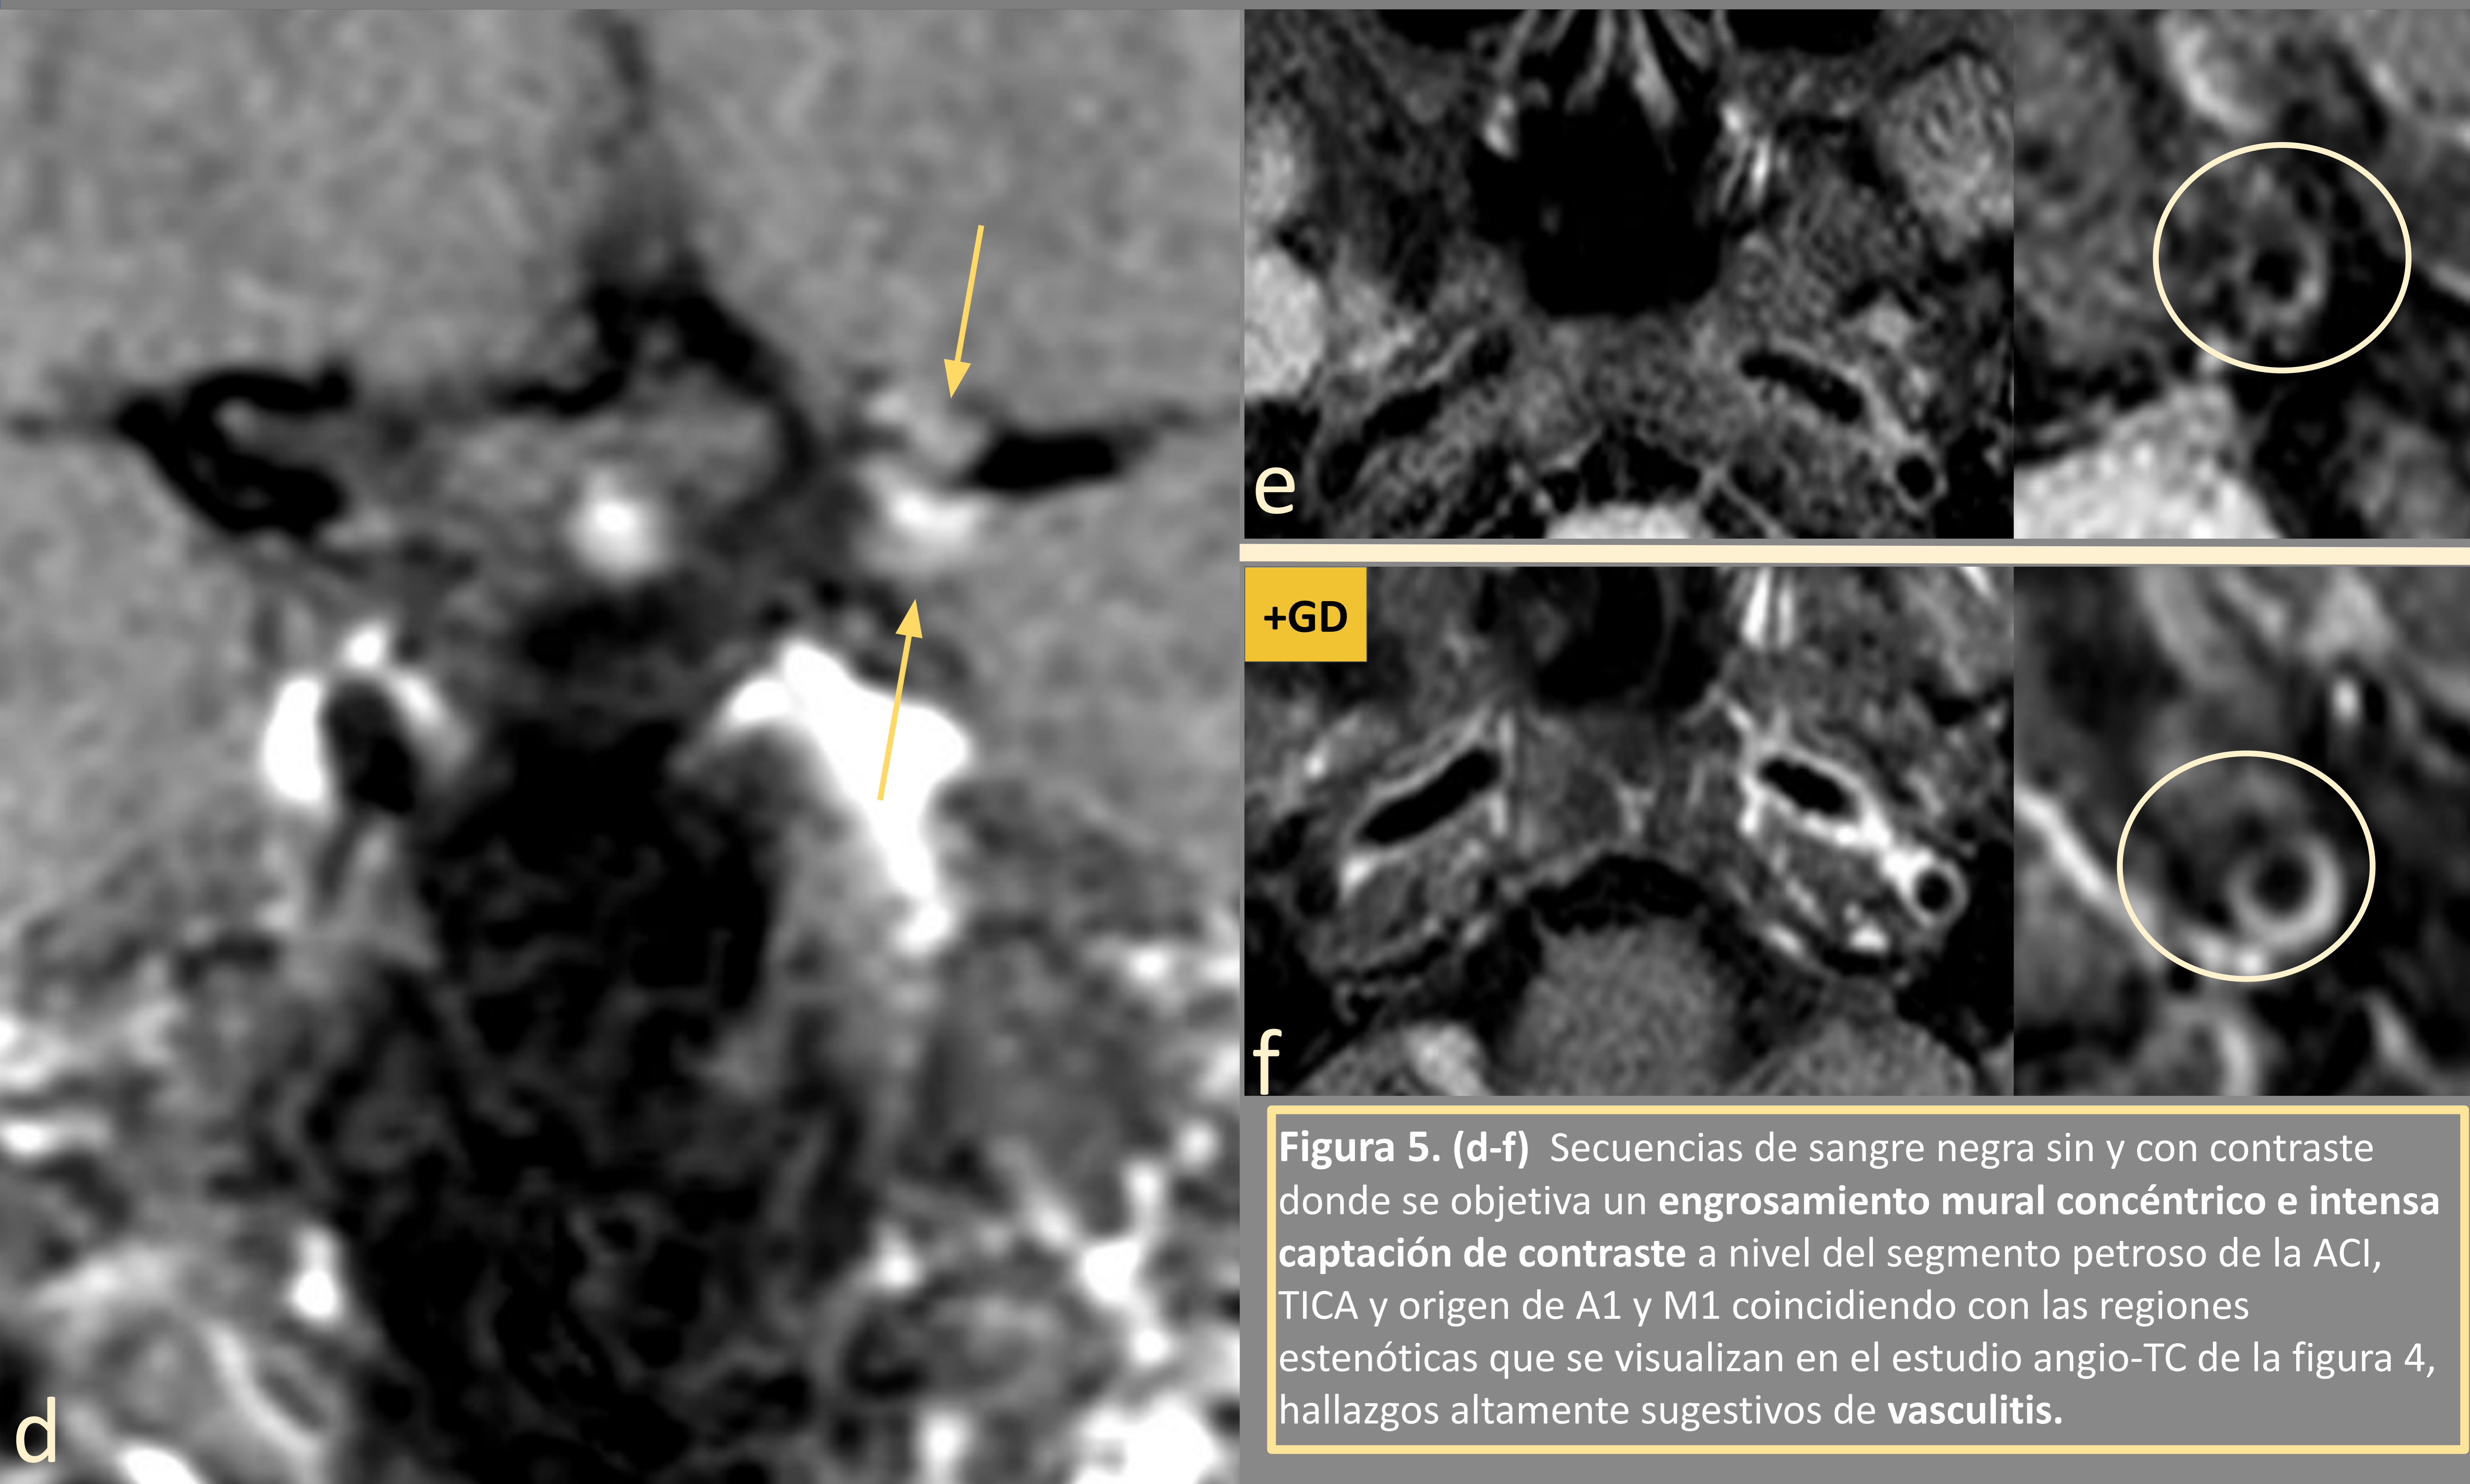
(d-f) Secuencias de sangre negra sin y con contraste donde se objetiva un engrosamiento mural concéntrico e intensa captación de contraste a nivel del segmento petroso de la ACI, TICA y origen de A1 y M1 coincidiendo con las regiones estenóticas que se visualizan en el estudio angio-TC de la figura 4, hallazgos altamente sugestivos de vasculitis.
